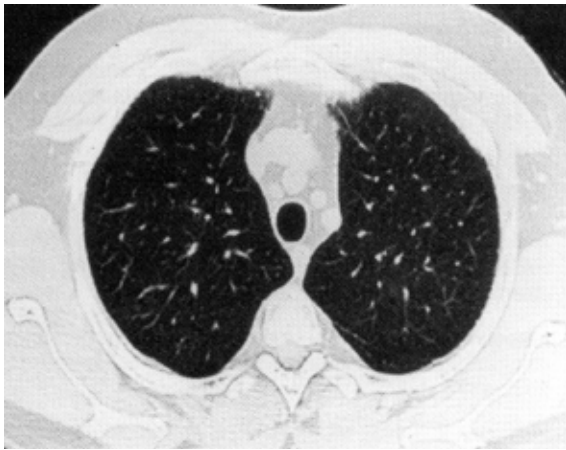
Tomografia del torace ad alta risoluzione 4 mesi dopo sospensione della terapia con interferone- α 2b e ribavirina e inizio della terapia con prednisone (riprodotta da Salvio et al., 2004⁹ con permesso).
